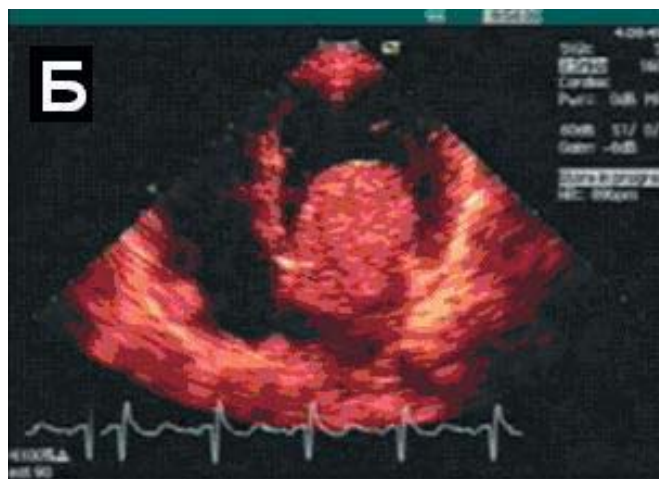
Эхокардиографическая картина большой миксомы левого предсердия, прикрепленная ножкой к основанию задней створки митрального клапана: А — парастеральная позиция по длинной оси; Б — четырехкамерная позиция от верхушки сердца
